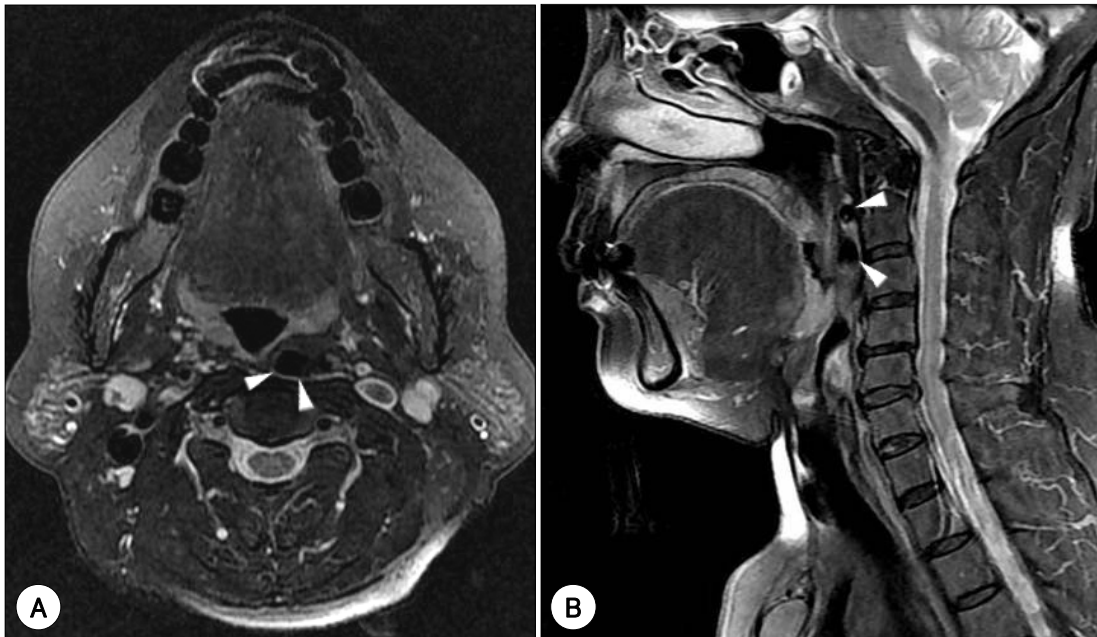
Enhanced neck MRI scan. A : Axial view. B : Sagittal view. The MRI revealed that internal carotid artery projected toward the left pharynx (arrow heads) on the axial view and the sagittal view, making the pharyngeal cavity narrow.
